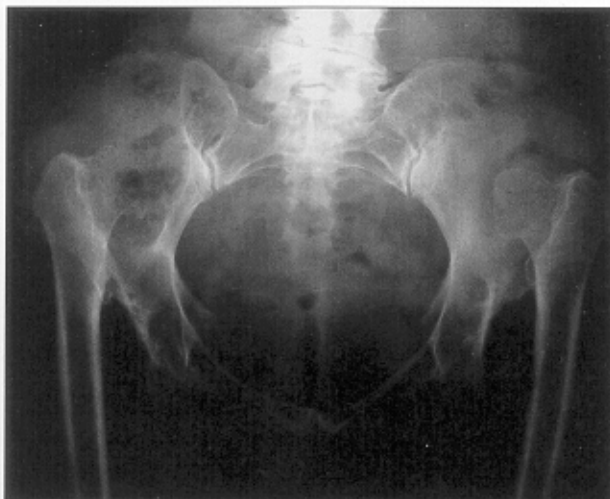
Radiografía de pelvis frente en la que se observa luxación congénita alta de cadera bilateral.
